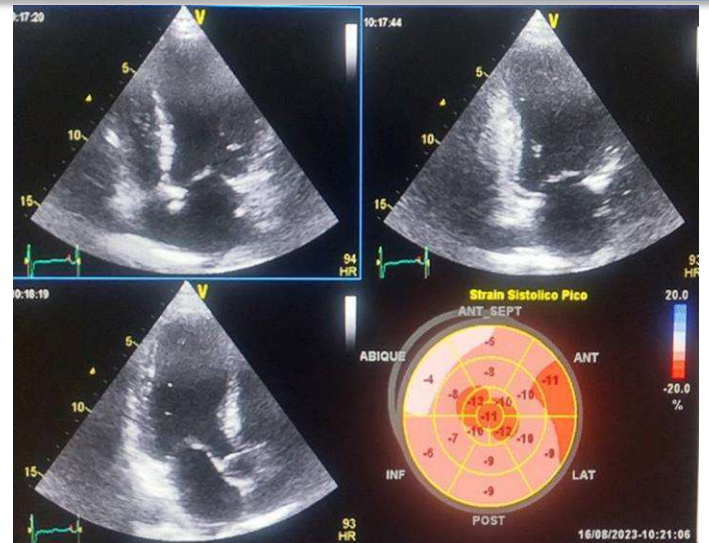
Ecocardiograma. Acinesia septal apical inferior e hipocinesia posterior.
